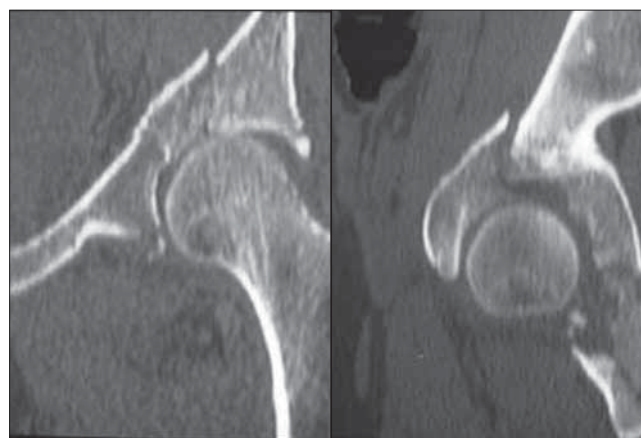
КТ при поступлении
